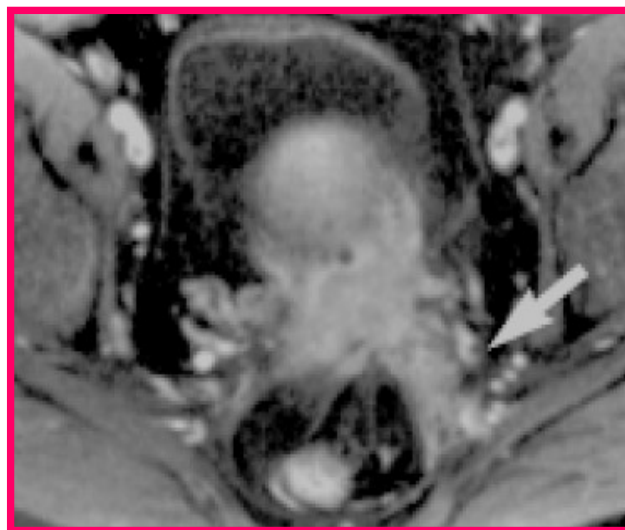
IRM coupe axial T1 gado : Lésion cervicale hétérogène s'étendant en postéro-latéral gauche, sous forme de spicules tissulaires, à la paroi pelvienne et notamment postérieurement via le ligament utéro-sacré gauche. [106]
